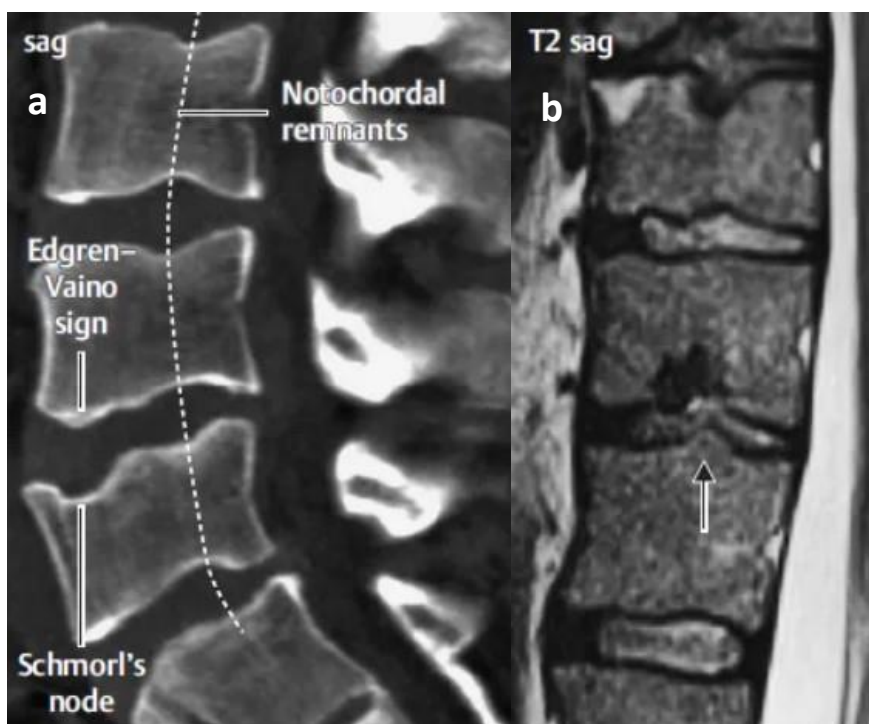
Sinal de Edgren-Vaino. a) Nódulo de Schmorl observado em CT na superfície superior da L4 com projeção óssea compensatória na superfície inferior da vértebra adjacente; b) Múltiplos nódulos de Schmorl observados em MRI com projeção óssea compensatória (seta) na superfície superior da vértebra adjacente - Adaptada de https://musculoskeletalkey.com/rheumatic-disorders-2/#c010_f021.
